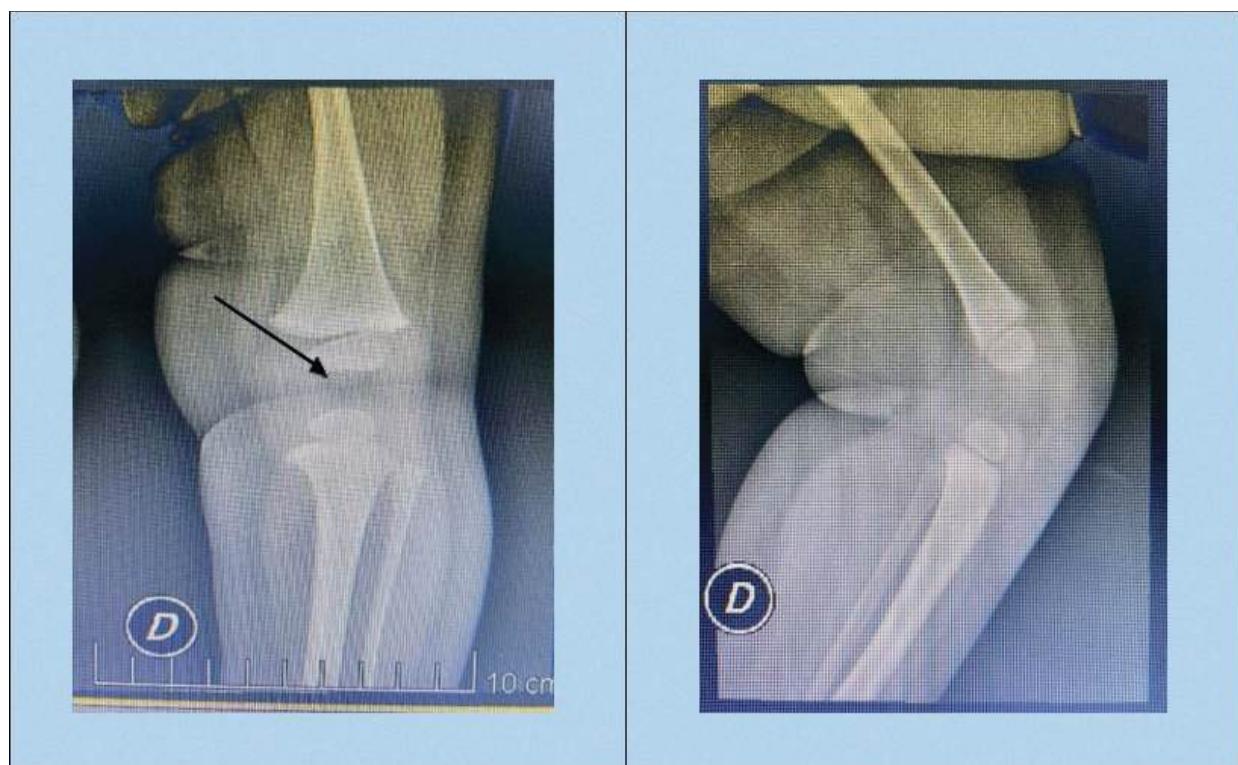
Radiografía a los 11 meses post-tratamiento conservador. Se observa una recuperación completa consiguiendo una flexión de 90°.
